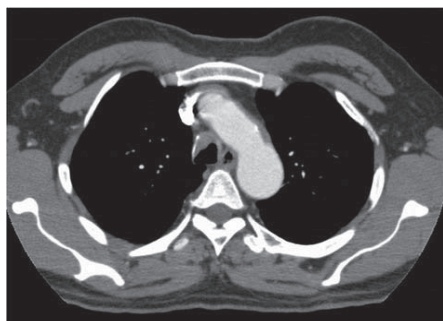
Axial CT scan demonstrates thickening of the anterior tracheal wall.
